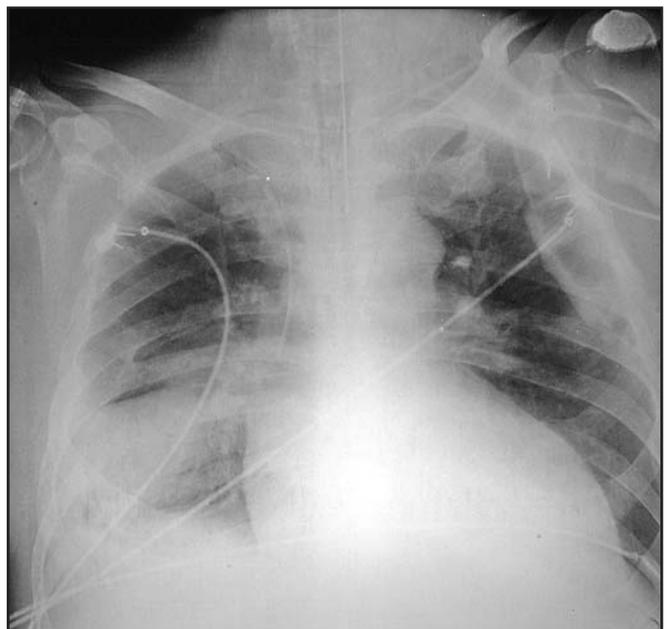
Radiografia de Tórax na Entrada da UTI Mostrando Consolidação Inferior Direita
